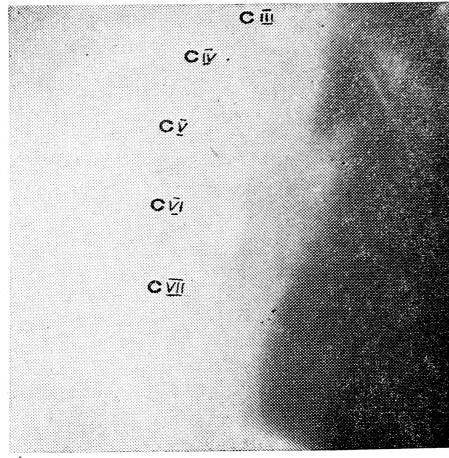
Рентгенограмма боковой проекции гортани.
